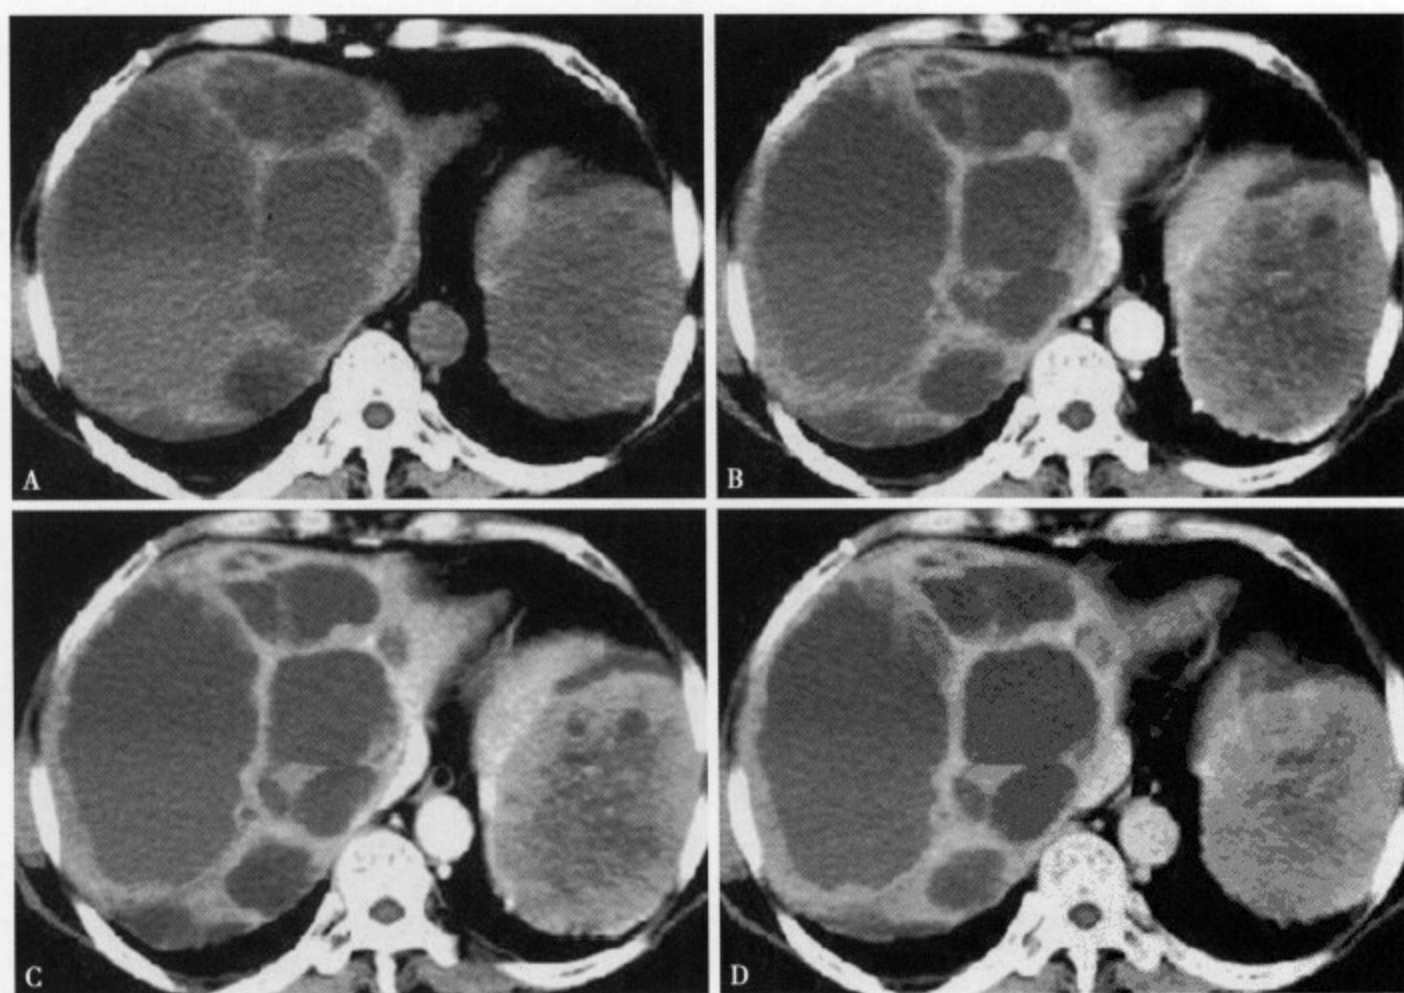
小肠间质瘤肝转移。CT 平扫示多个大小不等的囊状低密度病灶 (A), 增强 CT 囊腔内无强化, 动脉期 (B)、静脉期 (C) 和延迟期 (D) 可见不规则形肿瘤囊壁轻度强化
